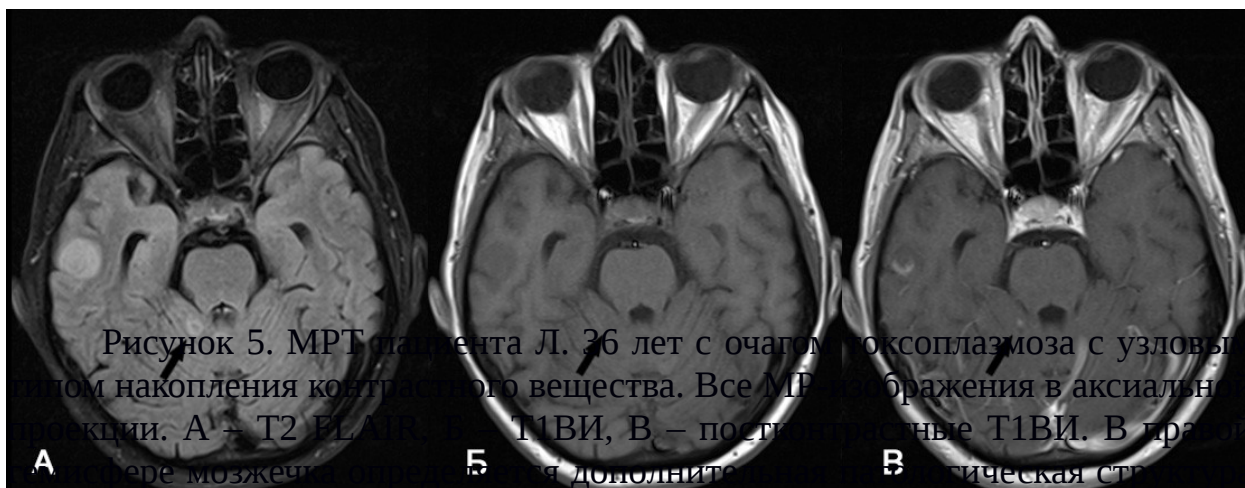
МРТ пациента Л. 36 лет с очагом токсоплазмоза с узловым накоплением контрастного вещества. Все МР-изображения в аксиальной проекции. А – T2 FLAIR, Б – T1ВИ, В – постконтрастные T1ВИ. В правой доле мозжечка (А, Б) выявлено дополнительное поражение размером 3x4мм (отмечена стрелкой), которая окружена небольшим перифокальным отеком, гипоинтенсивна на T2 FLAIR (А), гипоинтенсивна на T1ВИ (Б), накапливает контрастное вещество по узловому типу (В).
